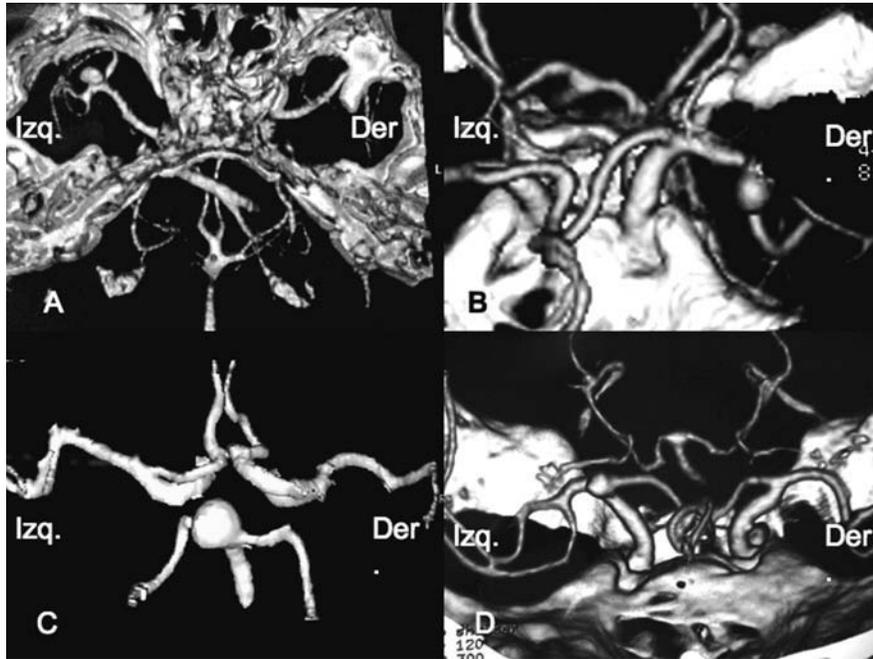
Angiotomografía. A. Aneurisma en la bifurcación de la arteria cerebral media izquierda. B. Aneurisma sacular de la bifurcación de la arteria cerebral media derecha. C. Aneurisma del tope de la arteria basilar. D. Aneurisma sacular de la arteria carótida interna izquierda a nivel de la bifurcación.
